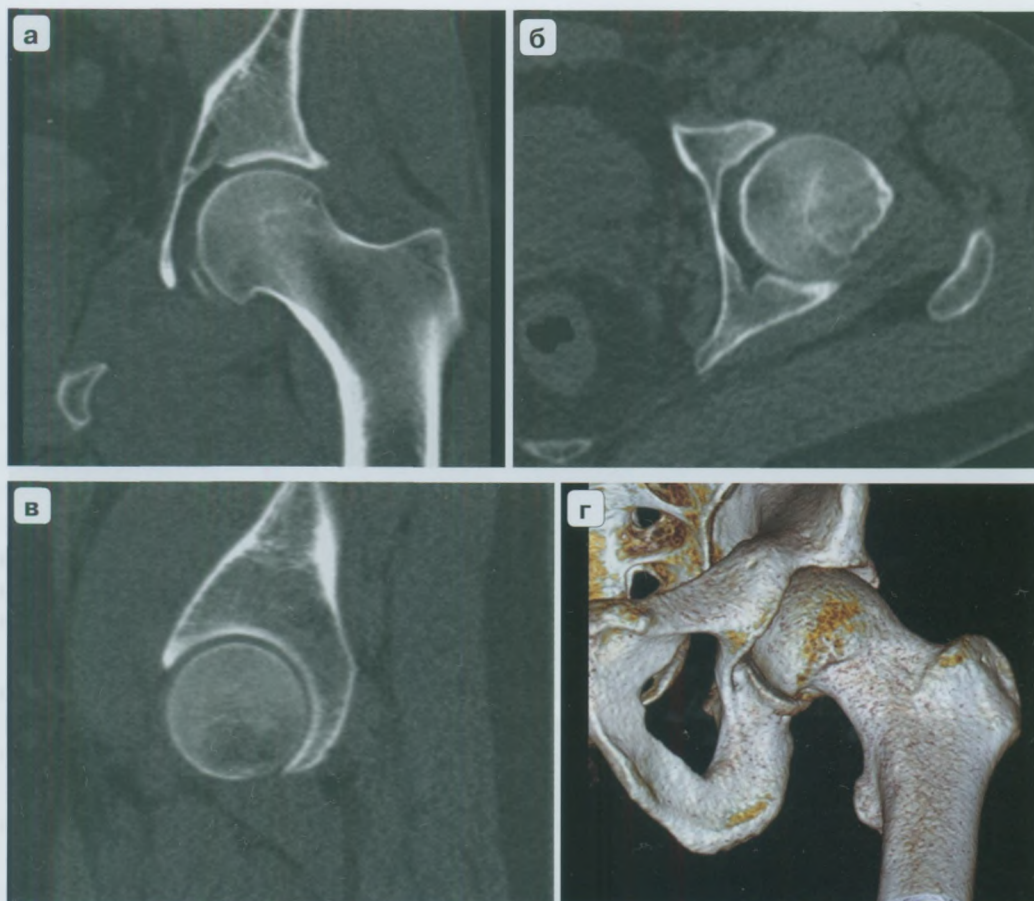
Неизмененный ТС. а-в – МСКТ ТС в различных проекциях; г – 3D-реконструкция изображения.
